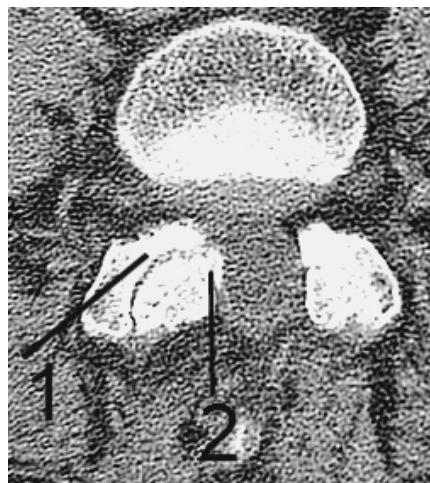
CT auf Höhe L3–4: Unregelmäßig konturierte Gelenkflächen (1) und deutliche Facettenhypertrophie mit Impression des Duralsackes (2) als Zeichen einer fortgeschrittenen Spondylarthrose.
